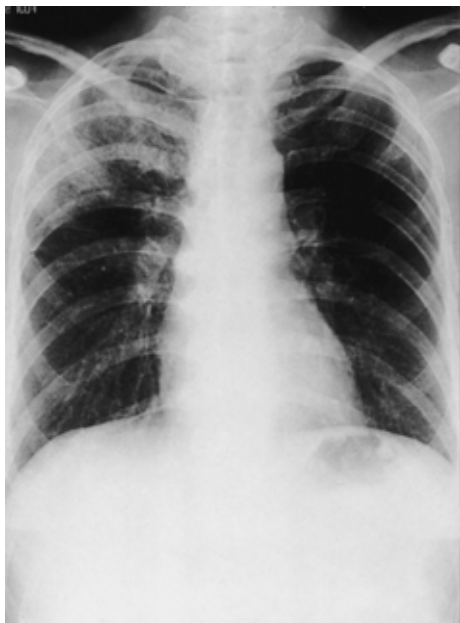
Posteroanterior chest roentgenogram obtained on first admission reveals infiltration with peripheral distribution in the right upper lobe.
